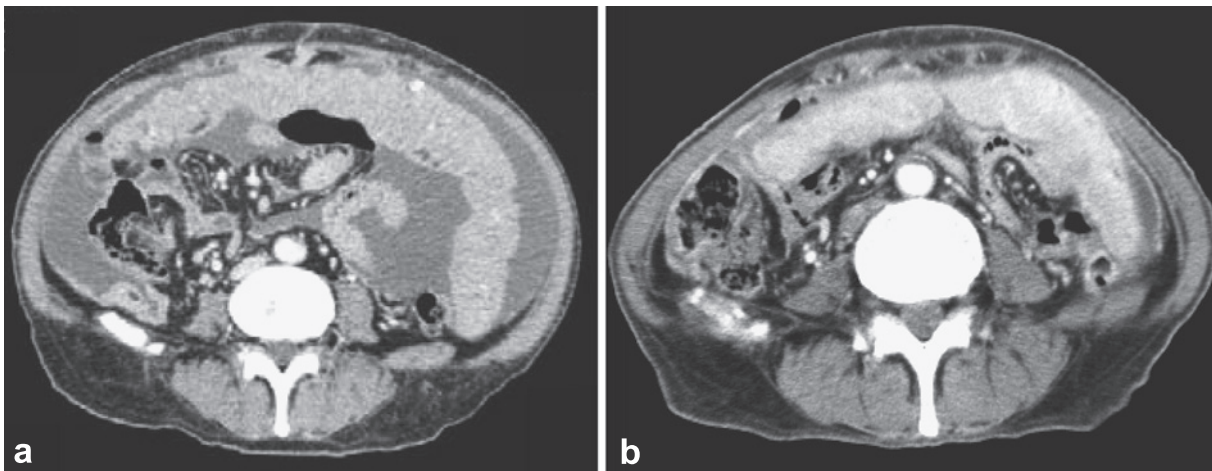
(a) Enhanced chest CT scan before chemotherapy on May, 2008. (b) Enhanced chest CT scan after 4 cycles CDDP + PEM on November, 2008 shows reduction of ascites.
